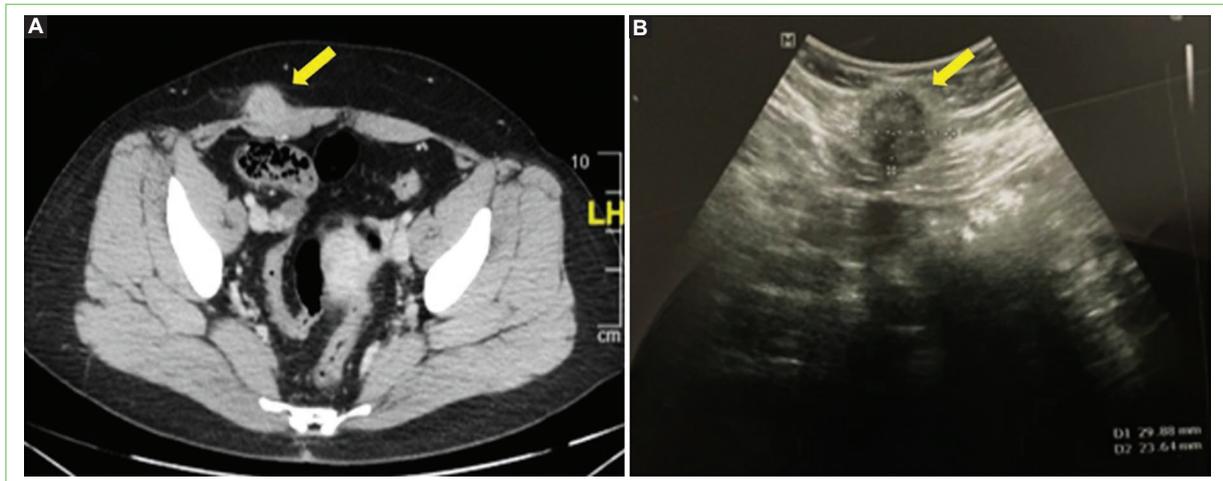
A: tomografía computarizada de la paciente 9 que muestra una lesión nodular de 24 mm (flecha) ubicada en el aspecto anterior del músculo recto derecho, en relación con cicatriz quirúrgica, sugerente de endometrioma. B: ecografía de la misma paciente que muestra una lesión heterogénea, hipocogénica, de bordes mal definidos, de 29 x 23 mm (flecha).
